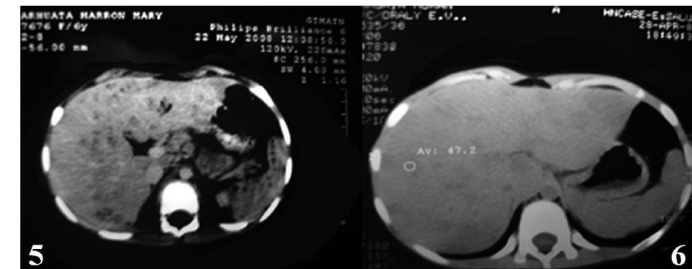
TAC inicial con abundantes micro abscesos
